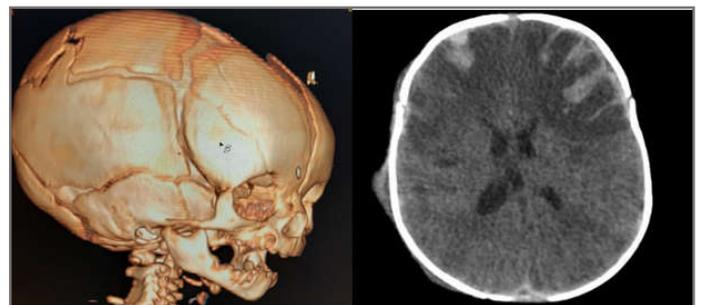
Coupe axiale TDM et en reconstruction 3D surfacique d'un nouveau-né victime d'un AVP. montrant une fracture frontale et une fracture à trait multiples de l'os pariétal droit, associées à des vastes plages de contusion œdémato-hémorragique bi frontales et des hémorragies sous arachnoïdiennes étendues notamment dans les régions fronto-temporales.
